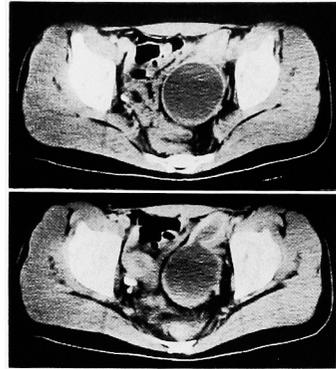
CT scan of pelvis shows 6×6 cm homogenous cystic mass with thick wall. Note that anterior portion of this tumor protrudes anterolaterally.
